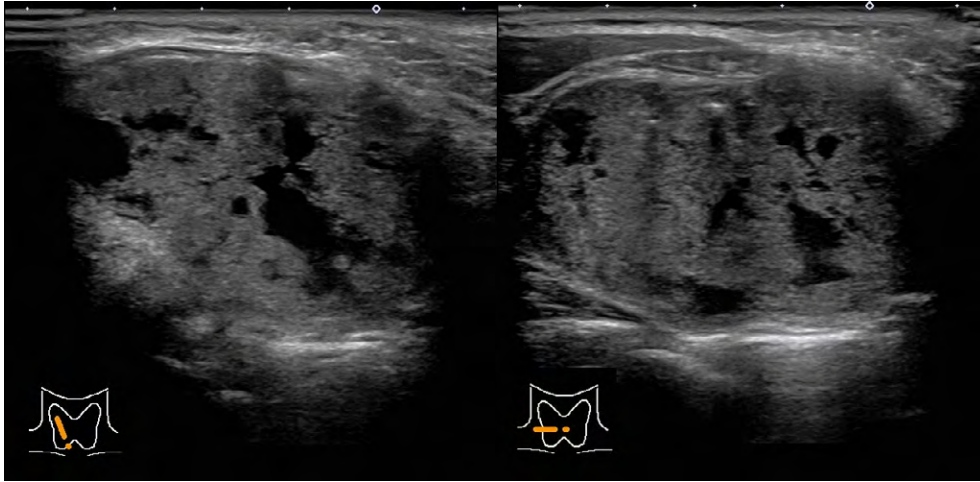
Ultrasonography showed a well-defined solid mass with an internal mosaic pattern.
